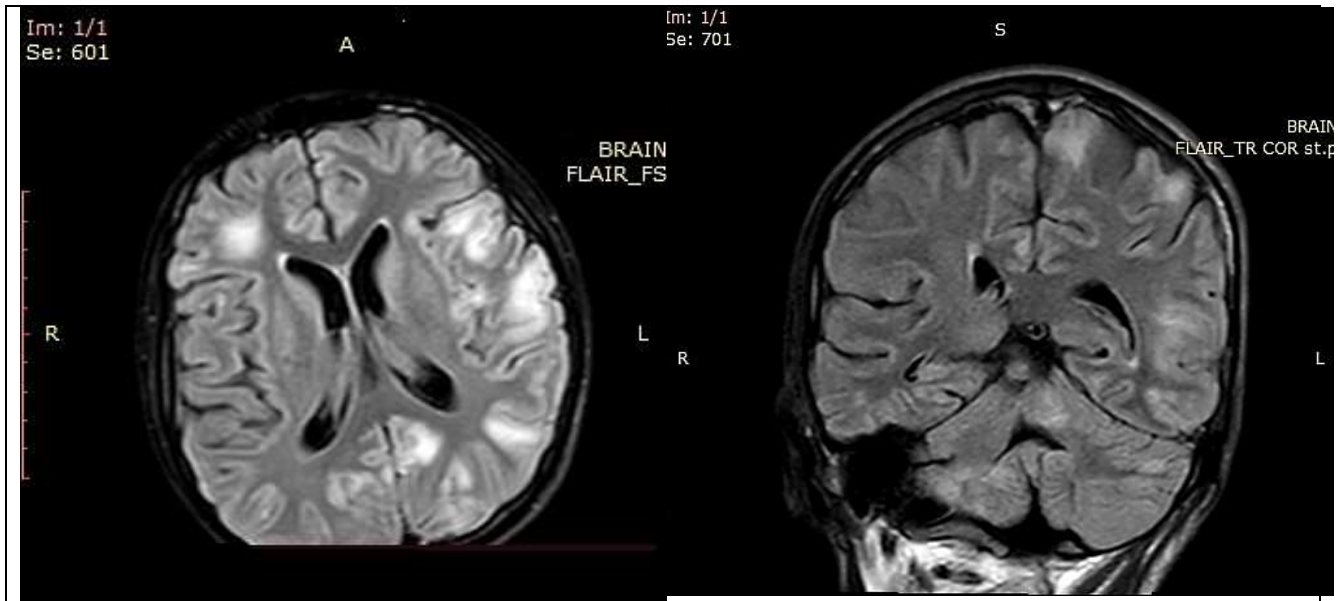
МРТ больного Т. Субарахноидальные пространства умеренно расширено в лобных долях. Определяются многоочаговые поражения обоих полушарий головного мозга, обеих гемисфер мозжечка и ствола головного мозга, без четких контуров, с усилением МР-сигнала в Т2.
